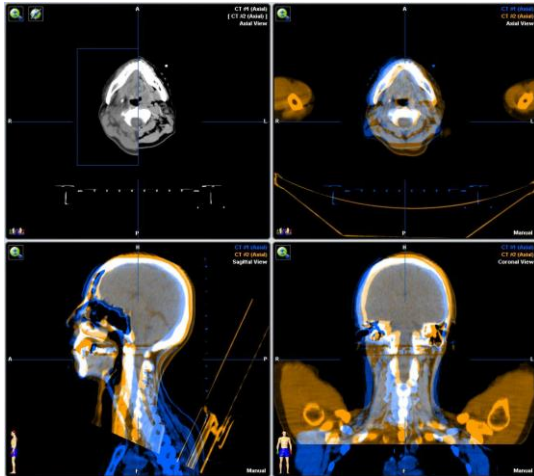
診断用 PET/CT の情報を治療計画に利用するために、関心領域に限定して治療計画 CT と画像レジストレーションを行う (中咽頭癌症例)
